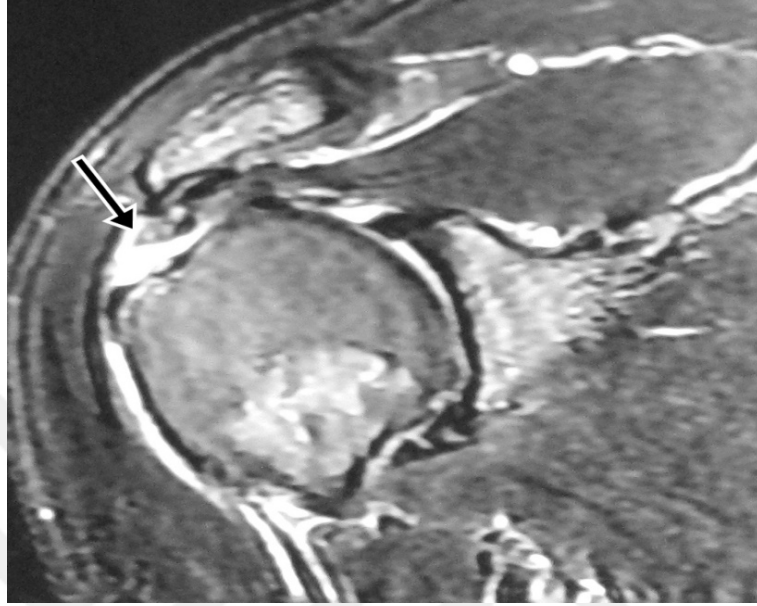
b: Ameliyat öncesi çekilen MRG koronal kesitte supraspinatusta parsiyel yırtık ve subakromiyal bursada sıvı artışı izlenmekte.
